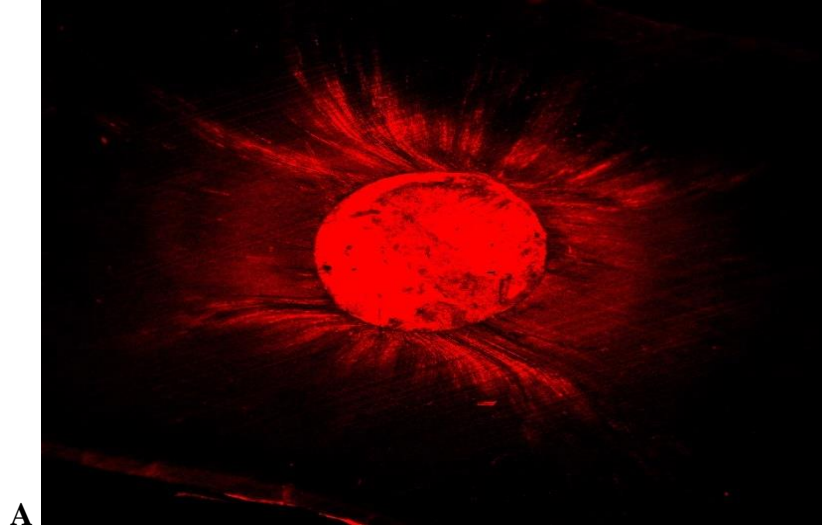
TK-PUA grubunda, A; koronal B; orta C; apikal dentin kesitlerinden alınan CLSM görüntüleri (4X).
